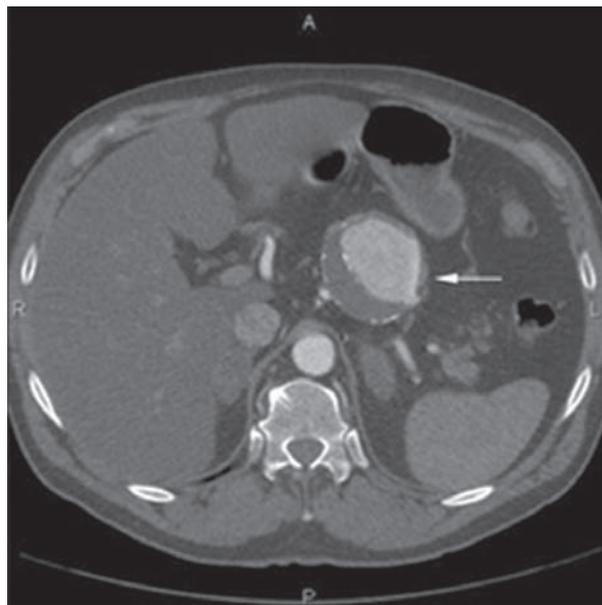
КТ в режиме ангиографии, стрелкой указана псевдоаневризма селезеночной артерии.
